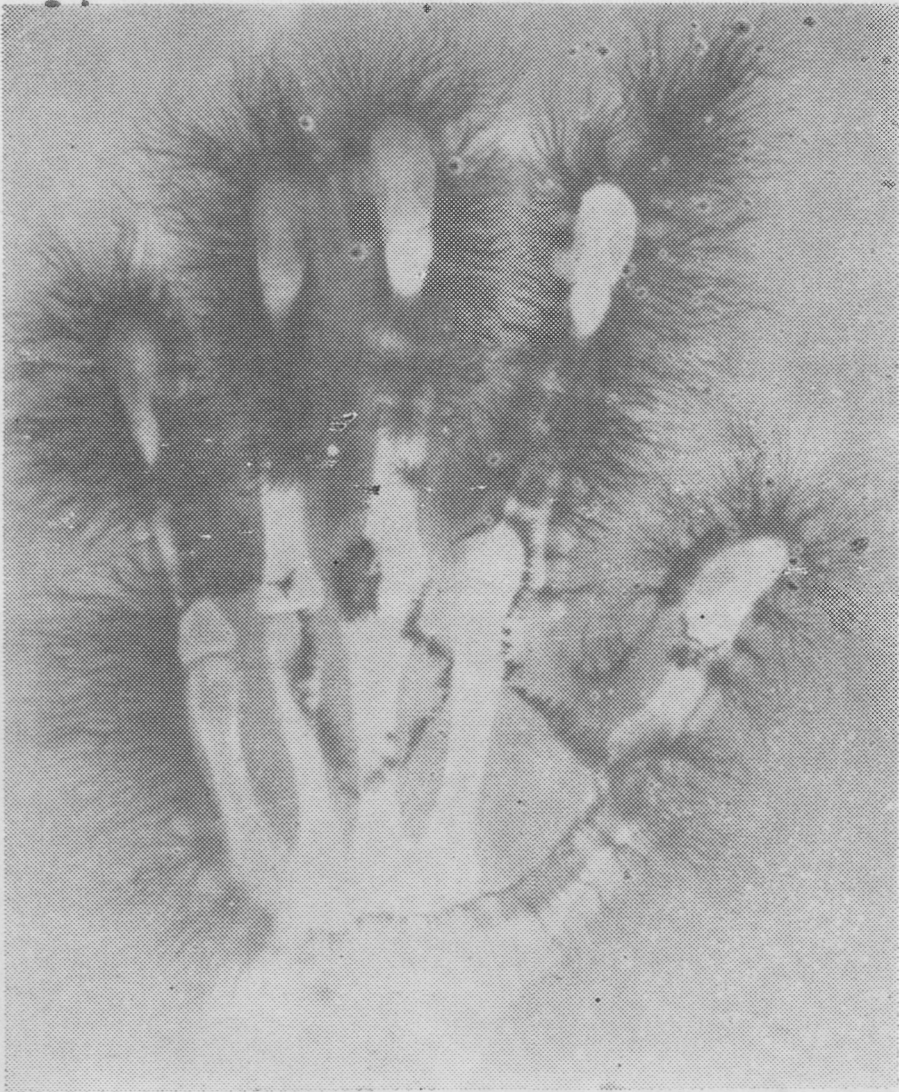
A sequence from a comparative physioanatomical study. Superposition of the EnG test on the X-ray image makes one mediate on the role of the skeletal structure (solid and mineralized), of its (soft or hydrated) cover and the preponderantly nude tegument and of the electromagnetic behaviour of the specific human structure in the Earth's electromagnetic fields.
